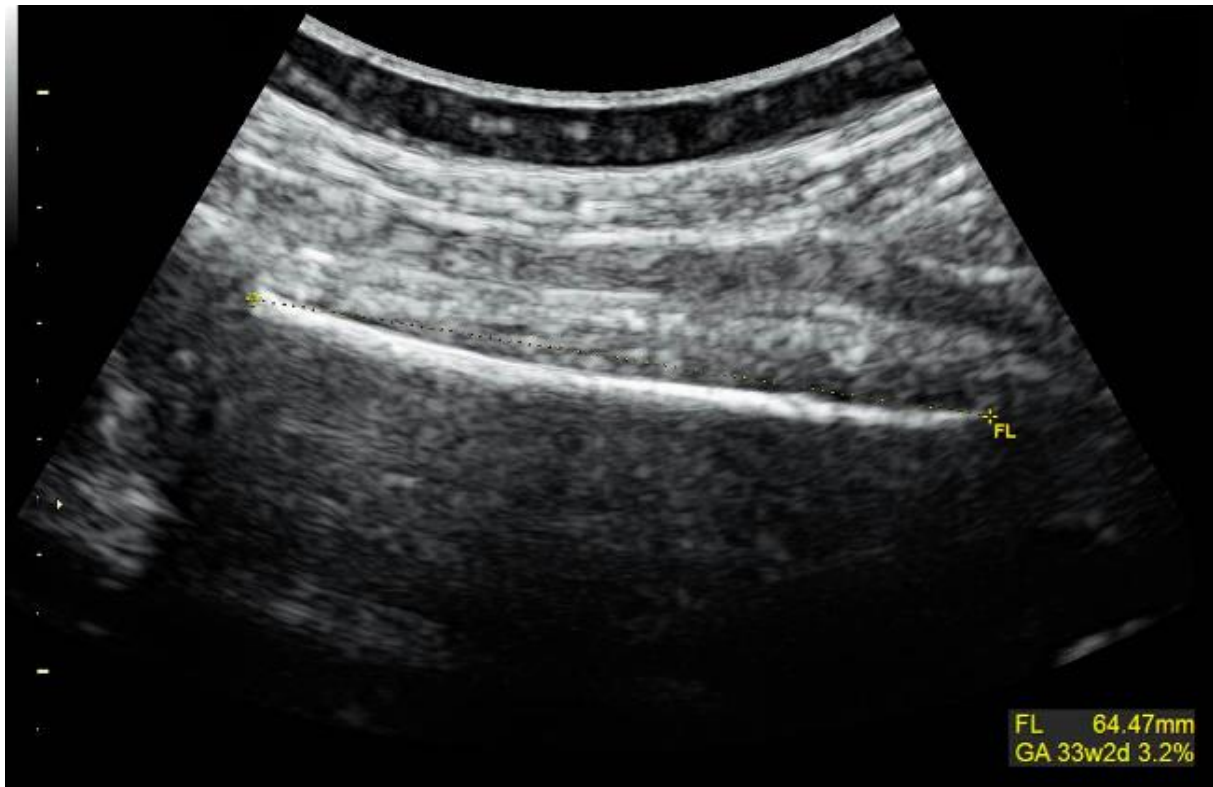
Sonografische Bestimmung der Femurlänge (FL) bei einem Fetus in Beckenendlage in der 36. Schwangerschaftswoche [54]
